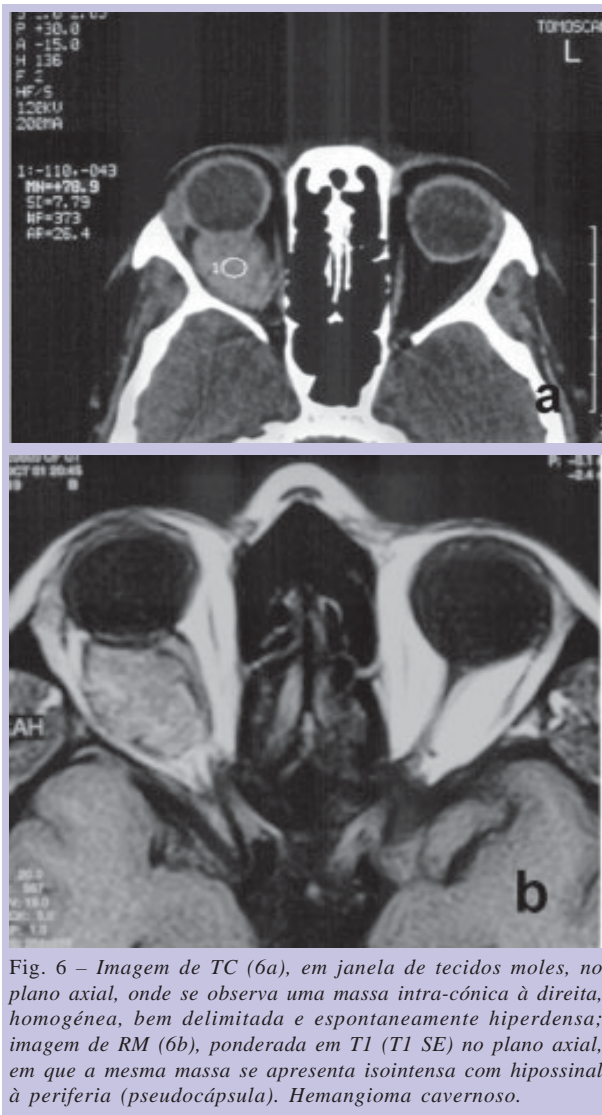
Imagem de TC (6a), em janela de tecidos moles, no plano axial, onde se observa uma massa intra-cônica à direita, homogênea, bem delimitada e espontaneamente hiperdensa; imagem de RM (6b), ponderada em T1 (T1 SE) no plano axial, em que a mesma massa se apresenta isointensa com hipossinal à periferia (pseudocápsula). Hemangioma cavernoso.
